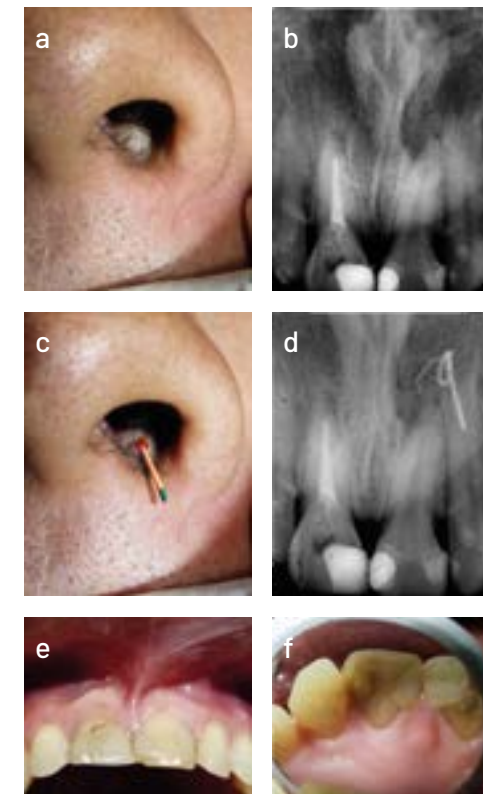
Examen clínico y radiográfico preoperatorio. (a) Tracto sinusal visible en la fosa nasal izquierda. (b) Radiografía periapical inicial. (c) Inserción de cono de gutapercha #35.02 a través del tracto sinusal. (d) Radiografía periapical mostrando el trayecto del cono hasta el ápice de la pieza 21. (e) Vista vestibular de restauraciones defectuosas en las piezas 11 y 21. (f) Vista palatina de restauraciones proximales desadaptadas en las piezas 11 y 21.
